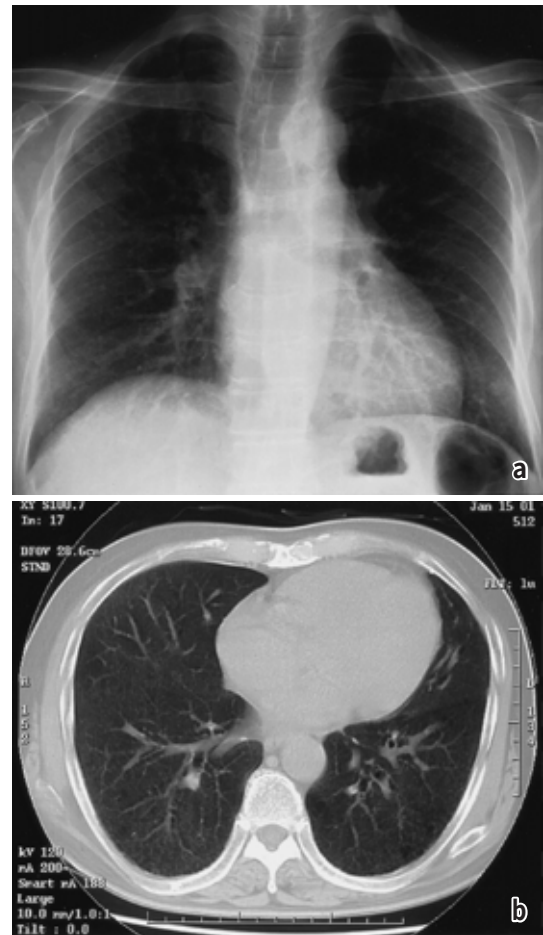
a : Chest radiograph 20 days after treatment with a steroid. Infiltrative shadows and ground-glass opacities were distinctly attenuated.
